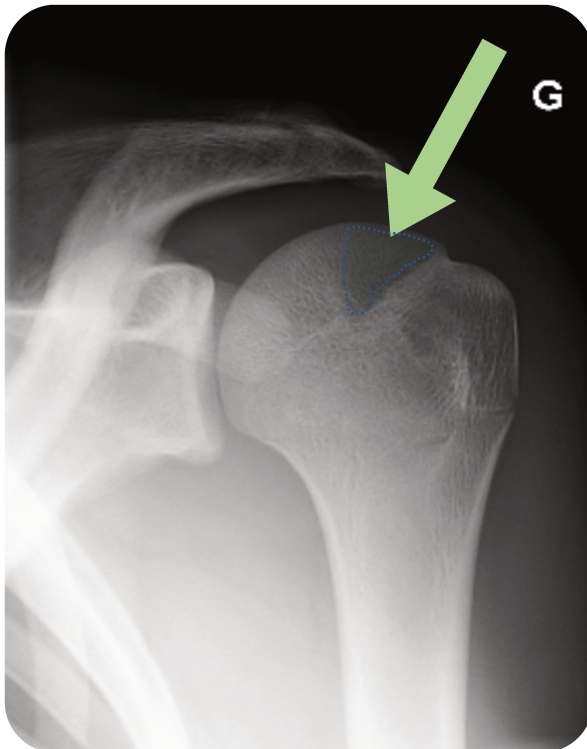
EHS radiographique d'une épaule gauche de face.
